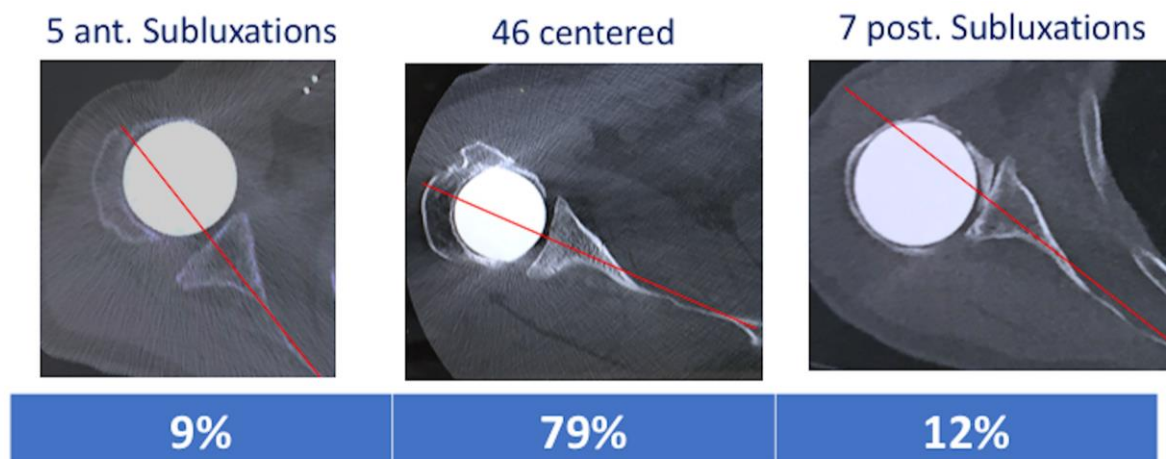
Axial 2D-CT position of PISA at last follow-up
